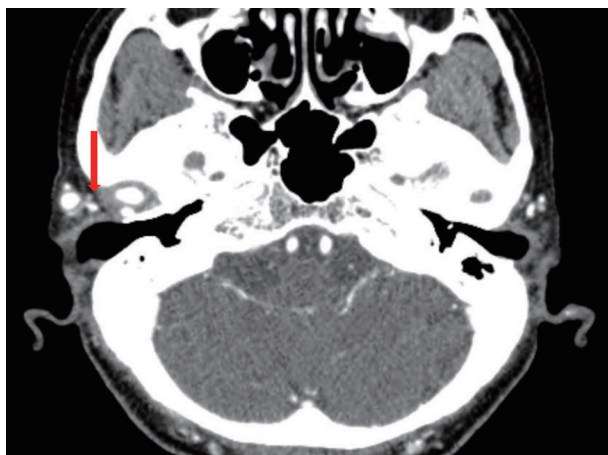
An axial view of computed tomography demonstrates a round mass with enhancement, which shows a relationship with the main trunk of the superficial temporal artery (arrow) in the right preauricular area.
